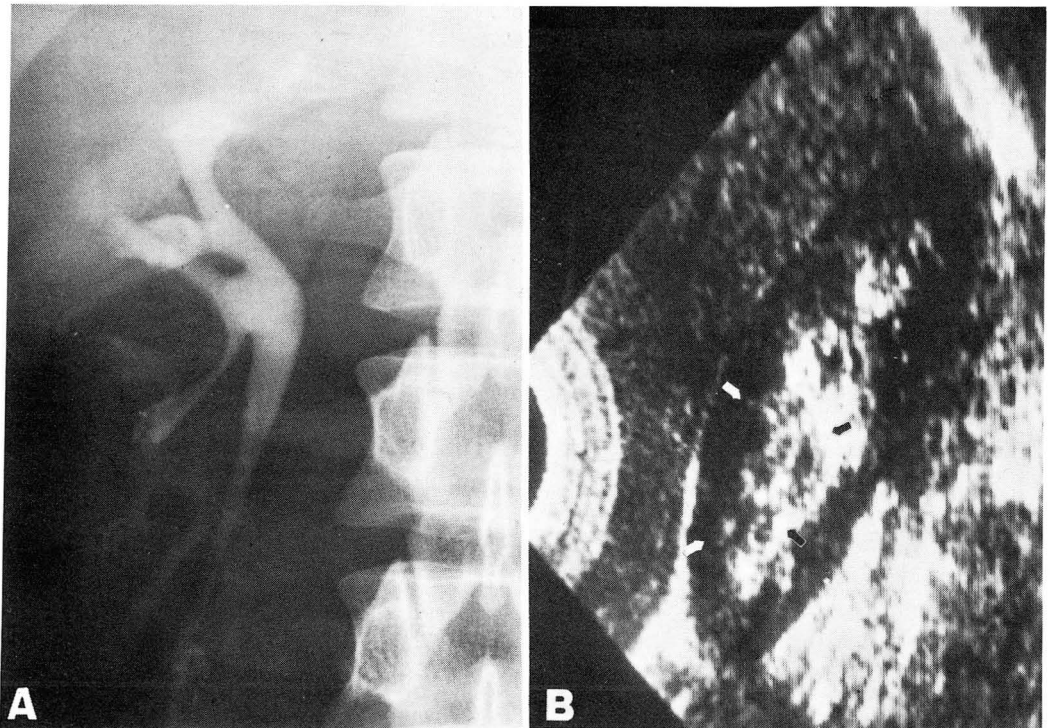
A. IVP (right kidney): There is smooth indentation on the lower pole calyx from parenchymal side. B. Ultrasonography (longitudinal scan of right kidney): There is a well defined round echogenic mass lesion (white and black arrows) containing multiple small cystic hypoechoic areas in lower portion of the kidney. And this mass lesion protrudes into the renal sinus.
